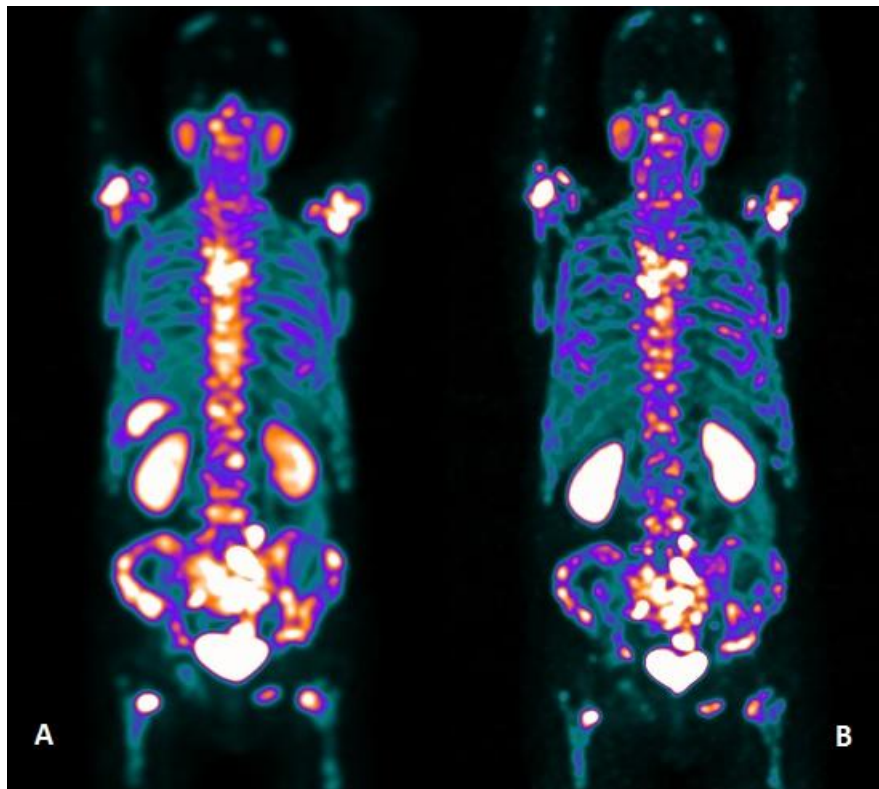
Imagens  $^{68}\text{Ga}$ -PSMA-11 PET/CT com medidas de SUV de um paciente de 63 anos com diagnóstico de adenocarcinoma de próstata pouco diferenciado, com prostatectomia radical prévia, tratado com terapia hormonal, quimioterapia, radioterapia e Xofigo® (Cloreto de Rádio 223), PSA 35,1 ng/ml. A indicação do exame  $^{68}\text{Ga}$ -PSMA-11 PET/CT foi para reestadiamento de câncer de Próstata. A imagem  $^{68}\text{Ga}$ -PSMA-11 PET/CT demonstra inúmeras áreas anatômicas com acúmulo anormal do radiofármaco  $^{68}\text{Ga}$ -PSMA-11.
